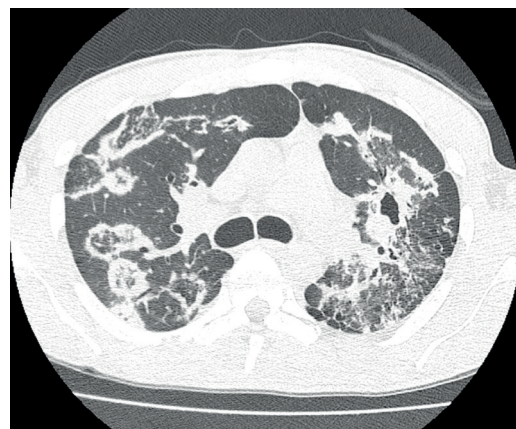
TC do tórax de paciente com PCM pulmonar demonstra múltiplas opacidades com padrão do “sinal do halo invertido” no lobo superior direito. Nota-se ainda consolidação escavada, opacidades em vidro fosco e espessamento septal no pulmão esquerdo. Observar a associação de múltiplos padrões (padrão misto).
